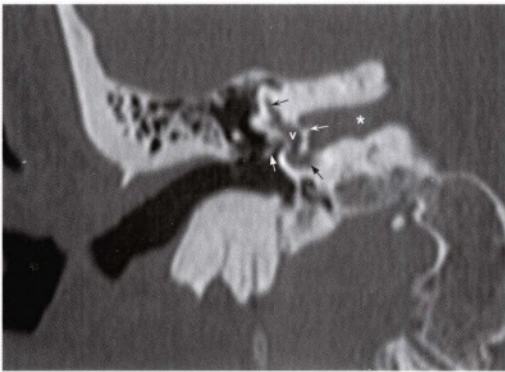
经右侧内听道(星号)的高分辨率冠状位CT骨窗图像,显示分隔外侧内听道上下部分的镰状嵴(白凹箭头)。前庭(v)是上半规管(黑凹箭头)和耳蜗(黑直箭头)的一部分。可见部分延伸至卵圆窗的镫骨(白直箭头)。
